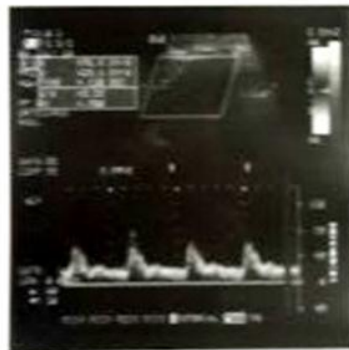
Imagen de Doppler pulsado sobre arteria carótida interna izquierda, corte longitudinal, con un ángulo de 50° obtenida a 2 cm del bulbo carotideo. Se observa una velocidad pico sistólica de 160 cm/seg, velocidad pico diastólica de 60 cm/seg, compatible con una lesión entre 50-69%.
